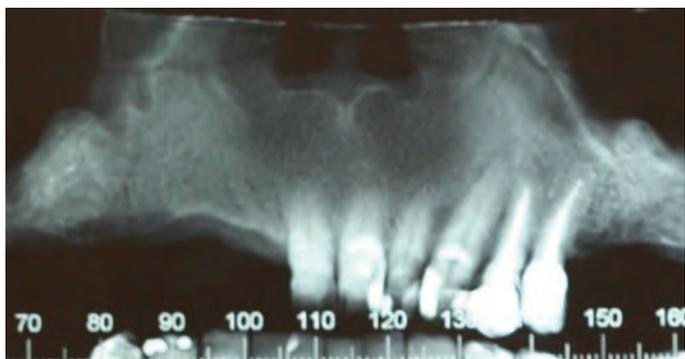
Tomografia posterior a seis meses do levantamento de seio maxilar.
